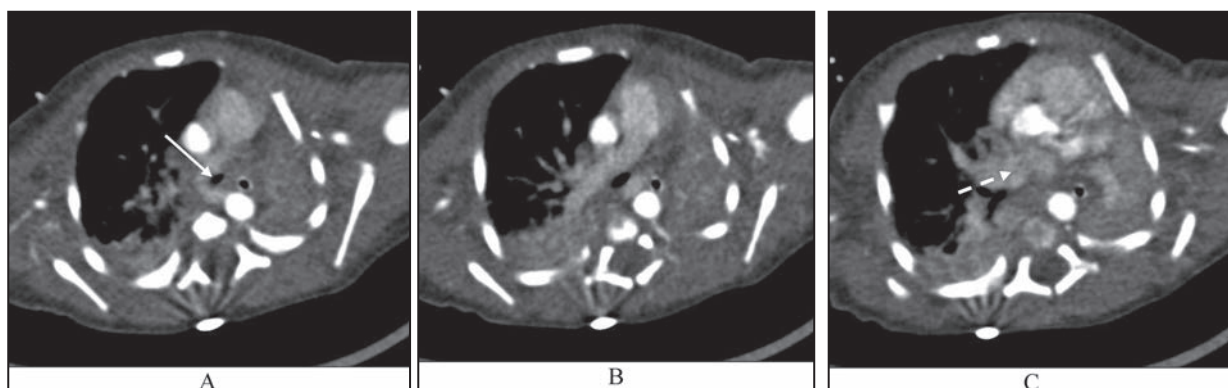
Мультиспіральна КТ грудної клітки з контрастуванням. Ліва легенева артерія (стрілка) відходить від правої легеневої артерії, формуючи петлю легеневої артерії та звужуючи просвіт трахеї (А, В). (С) колектор легеневих вен (пунктирна стрілка), який впадає в праве передсердя – тотальний аномальний дренаж легеневих вен, інтракардіальний тип.
